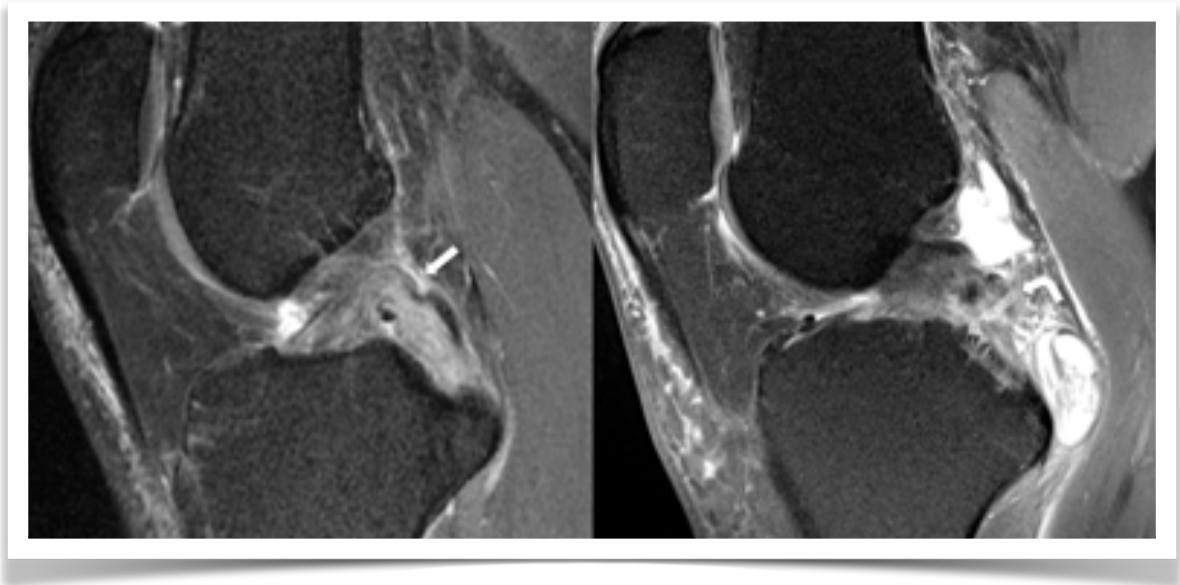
RM de rotura del LCP. En a) el ligamento se observa engrosado y con alteración de señal difusa, lo que sugiere una rotura parcial de alto grado (flecha recta). En b) se identifica interrupción completa de fibras que genera un gap ligamentario (flecha curva), concordante con rotura completa.
